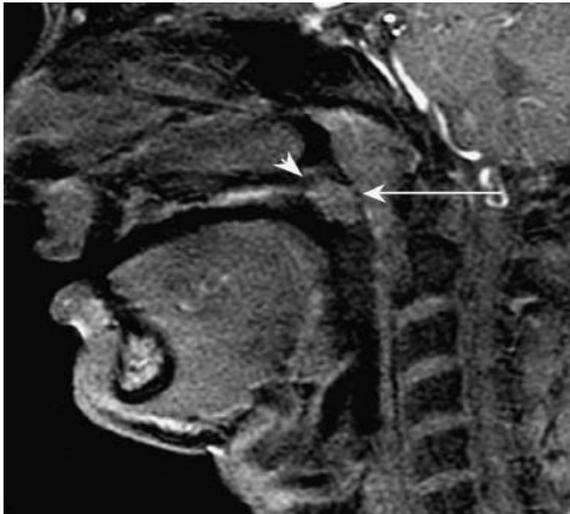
Imagen de resonancia magnética de un paciente con insuficiencia velofaríngea durante la fonación, no se observa un cierre de la válvula velofaríngea.
